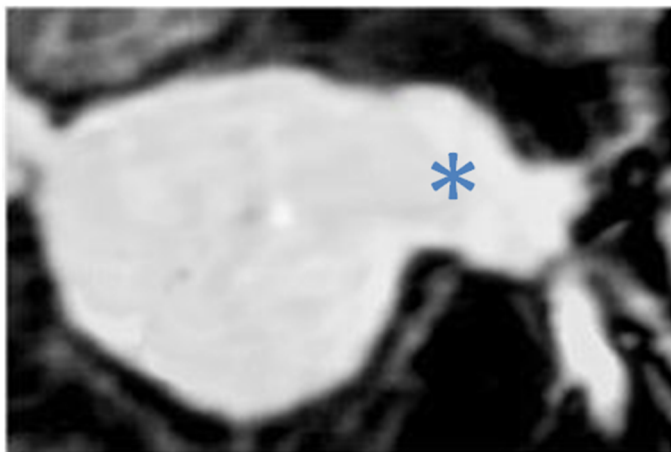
Secuencia de angio-RM 3D, plano coronal oblicuo. Tronco común izquierdo (asterisco)
